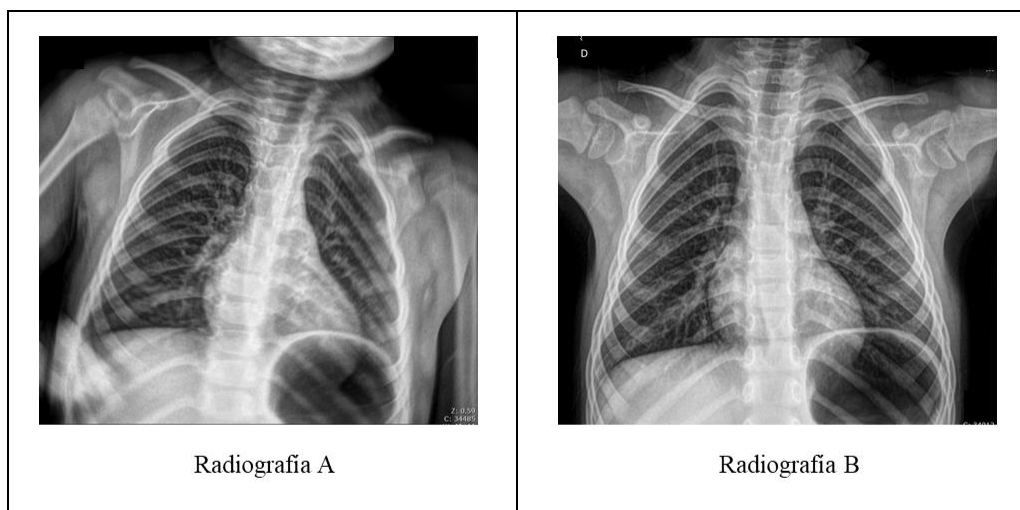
Radiografía de tórax AP. Elaboración propia. Fuente: Registros del trabajo de suficiencia profesional
